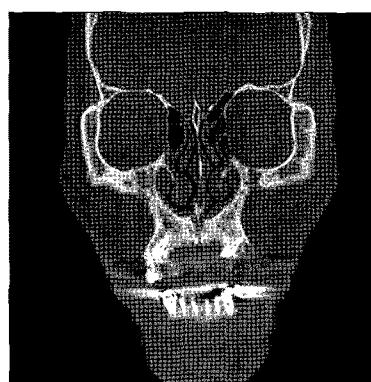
Preoperative CT view shows multiple impacted supernumerary teeth.
